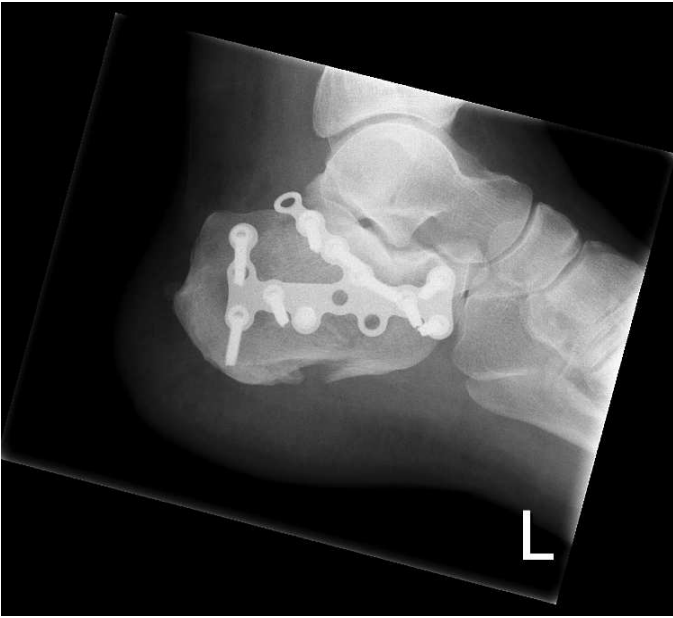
seitliche Röntgenaufnahme einen Tag postoperativ
